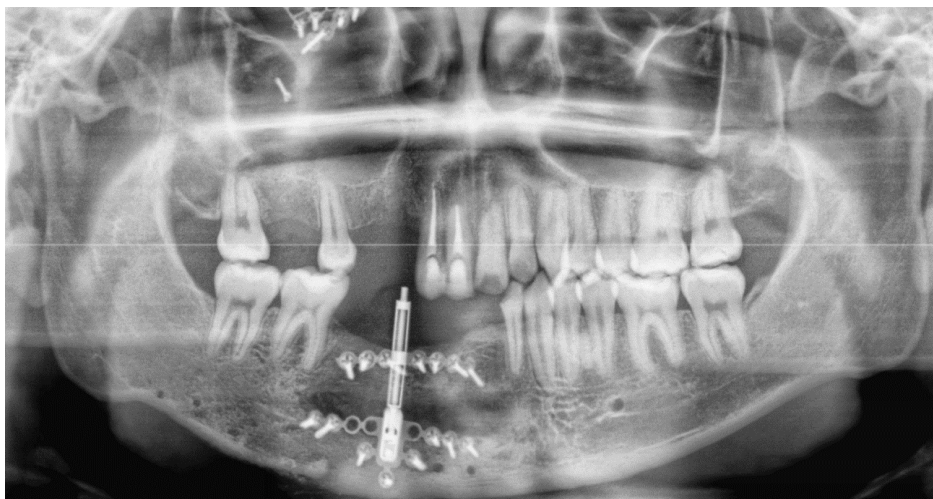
Radiografía panorámica que muestra el dispositivo de distracción alveolar en función, en período de consolidación y la ganancia del reborde alveolar. Caso 1
